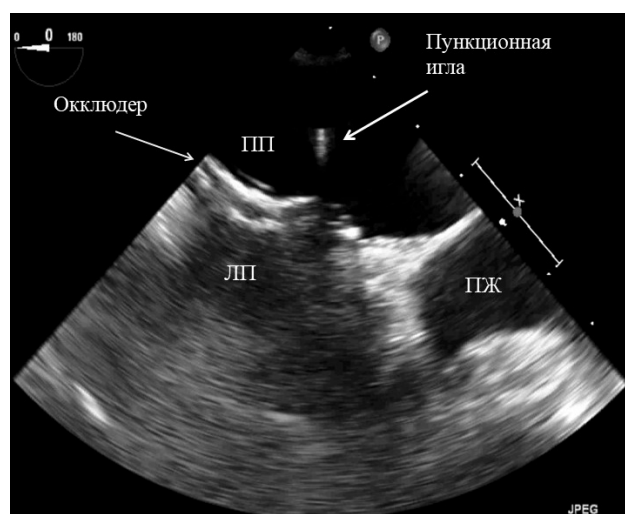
Транссептальная пункция под контролем чреспищеводной эхокардиографии; визуализируются камеры сердца, окклюдер, межпредсердная перегородка и пункционная игла, где ПП и ЛП - правое и левое предсердия, ПЖ - правый желудочек.
